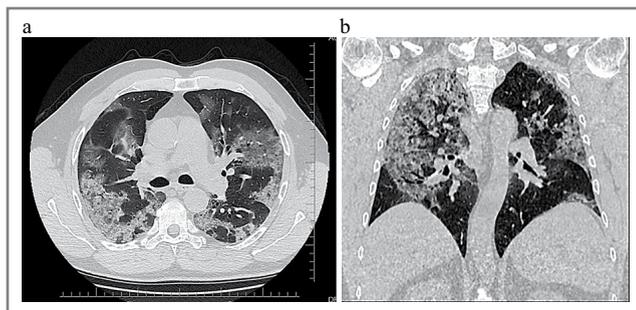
а – аксиальная проекция; б – фронтальная проекция. КТ легких у пациента с вирусной пневмонией, вызванной COVID-19. Симптом «матового стекла» и «булыжной мостовой».
